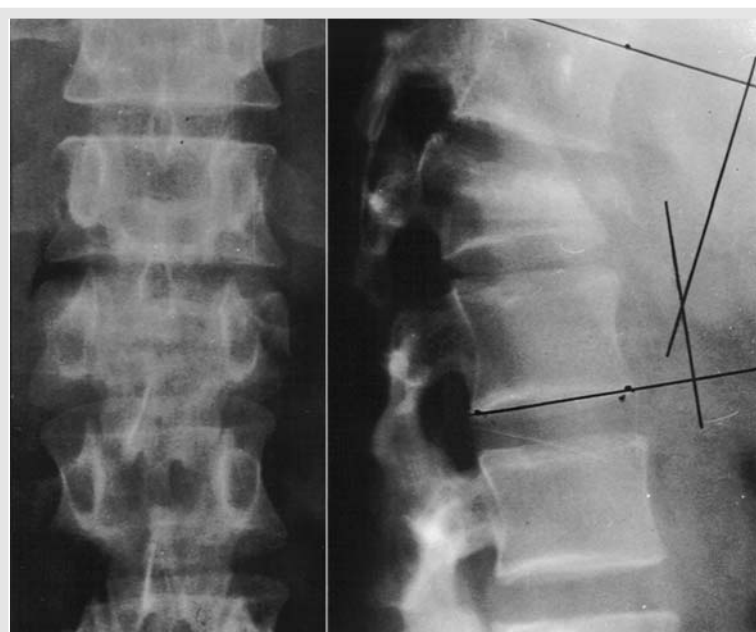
Fotografias de radiografias pré-operatórias da coluna lombar e torácica. A- (frente) B- (perfil). Nota-se fratura em L1, com afundamento e angulação de 280°.
